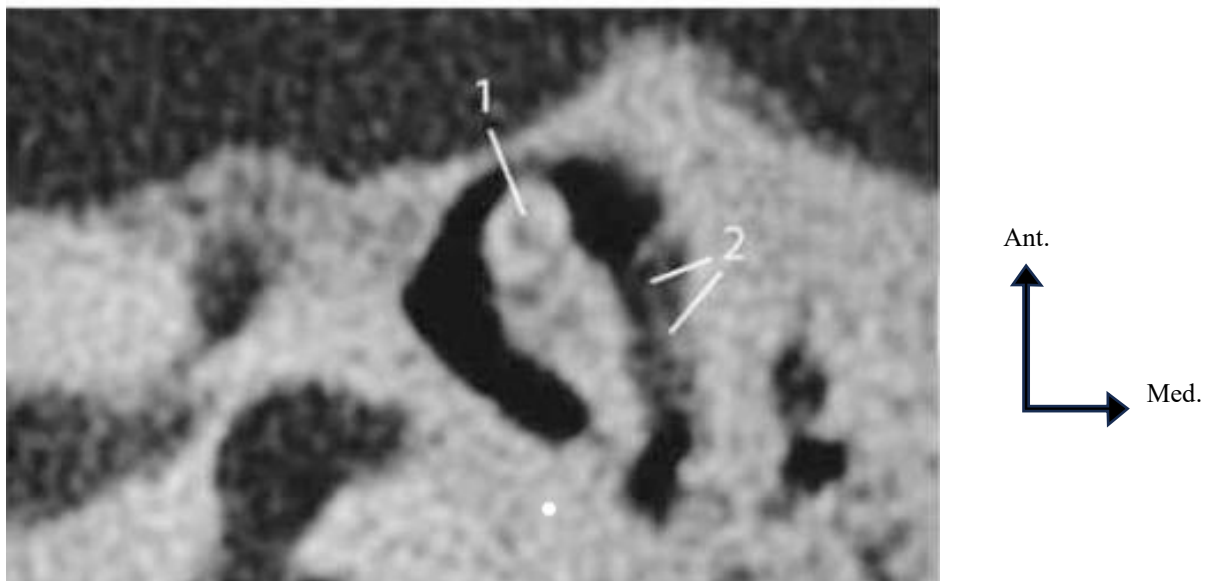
Tympanosclérose. Densification stapédienne. TDM, coupe axiale sus-jacente. (1) Tête du marteau ;(2) densification du contenu tissulaire de l'attique externe. [17]
